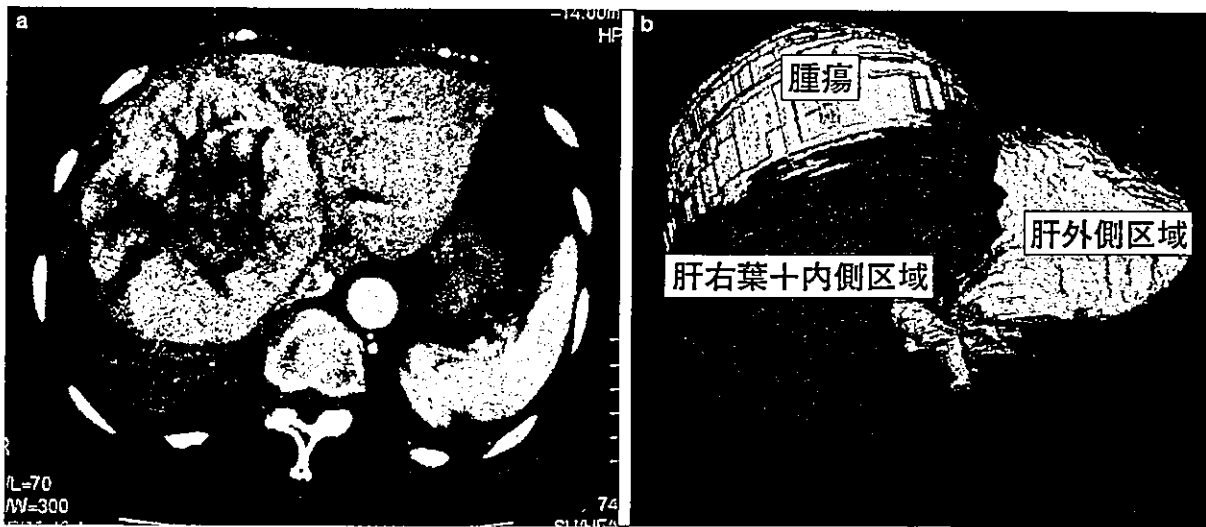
肝細胞癌症例CT (a) およびCT3次元画像 (b)
